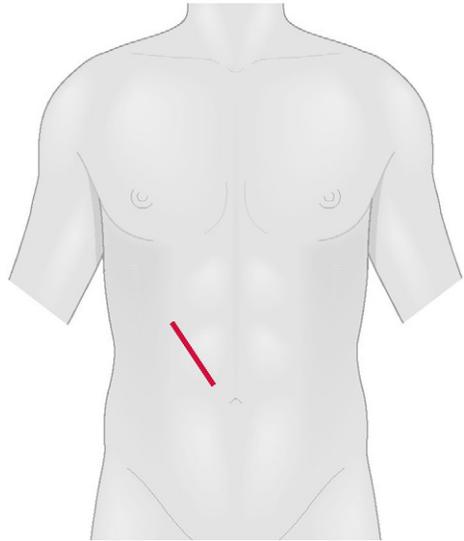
Vena porta (VP), arteria hepática (AH) y conducto colédoco (CC), imagen ecográfica. La ecografía Doppler confirma la presencia de flujo en la VP y en la AH.
